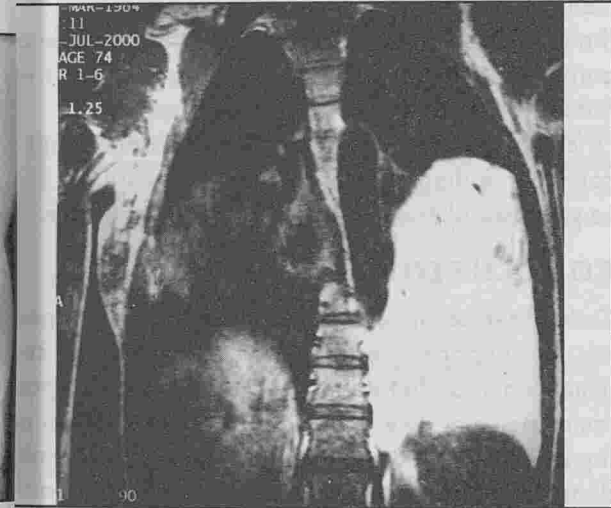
IRM : Volumineuse masse grasseuse médiastinale antérieure.
